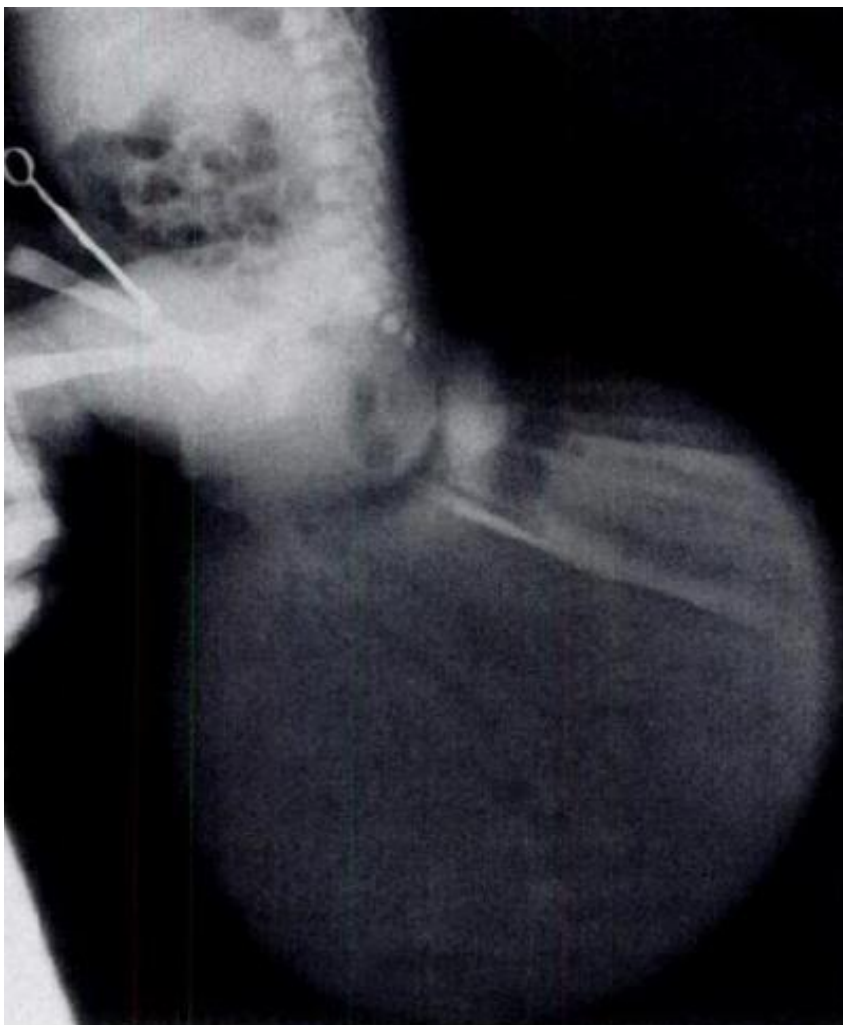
Radiographie de bassin de profil montrant un TSC typique de type I avec une grande composante externe [69].
